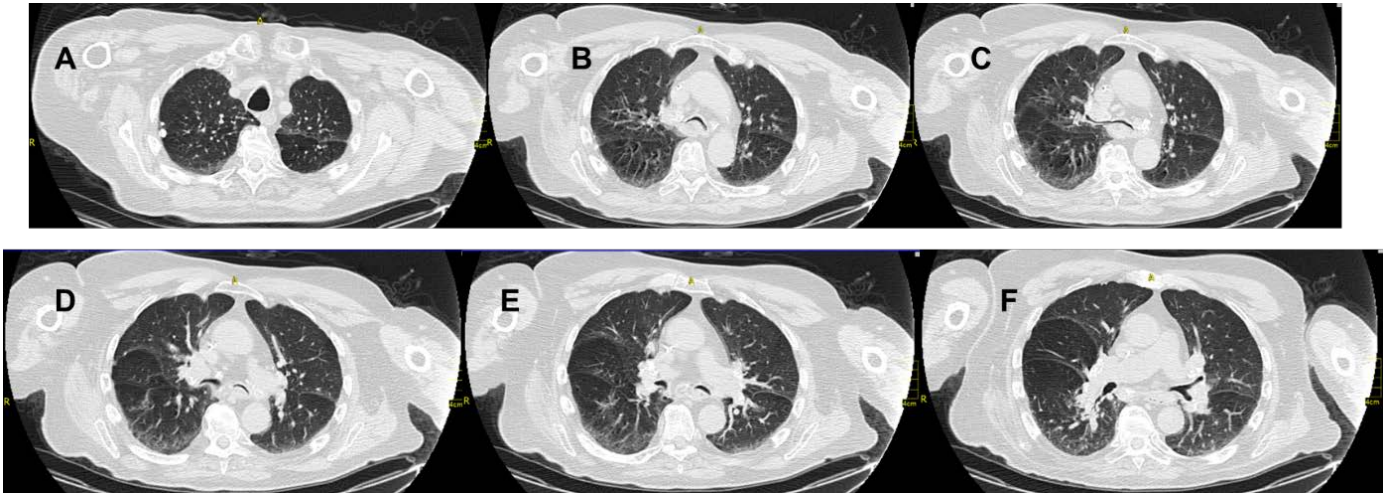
TAC de tórax a diferentes niveles. A: tráquea proximal normal, B: muestra colapso excesivo de la tráquea distal por protrusión de la pared posterior, C: traqueomalacia a nivel de carina, D y E: broncomalacia a nivel de los bronquios fuentes, F: bronquios normales a nivel de la salida del lóbulo superior izquierdo.
